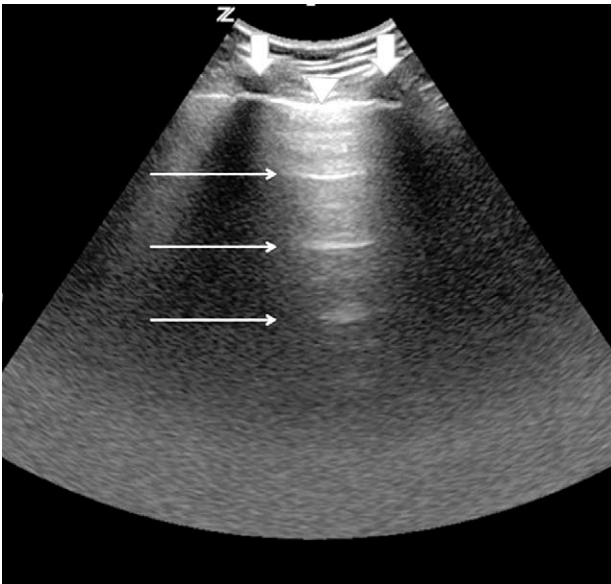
Ultrasound images of the lung.
